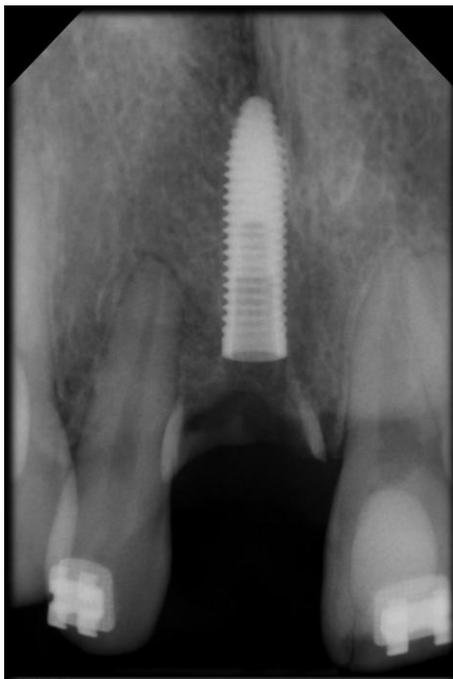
Radiografia periapical após implante instalado.
